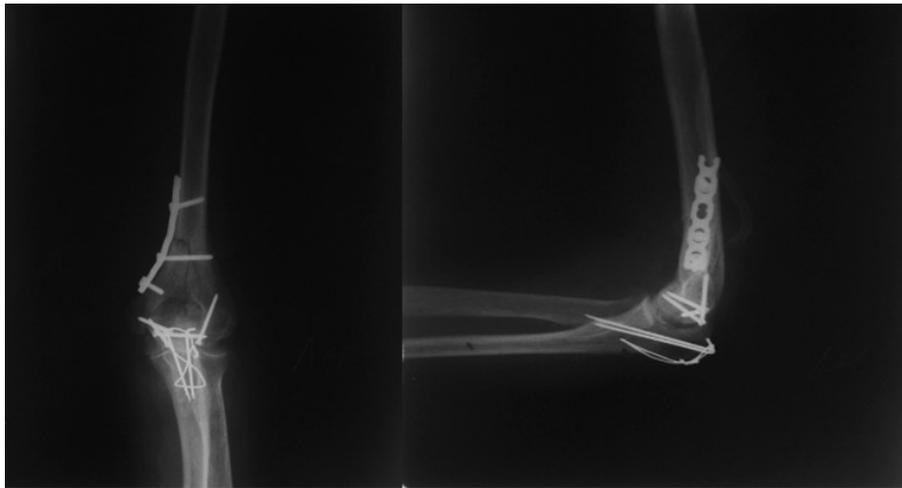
Контрольные рентгенограммы после выполнения остеосинтеза дистального метаэпифиза левой плечевой кости пластиной
